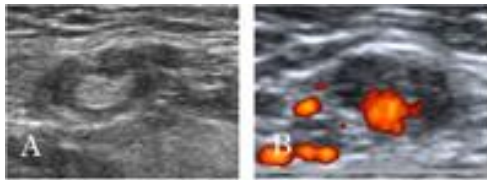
炎症性腫大リンパ節と診断する超音波所見。A. 超音波 B モード。hilar echoes を認める。B. 超音波ドプラモード。リンパ節門部に塊状の血流を認める。
